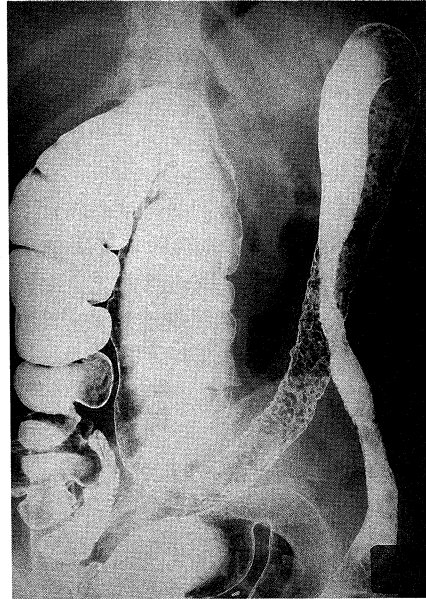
Roentgenogram by the double contrast method showing granular mucosal pattern with spicula formation.
